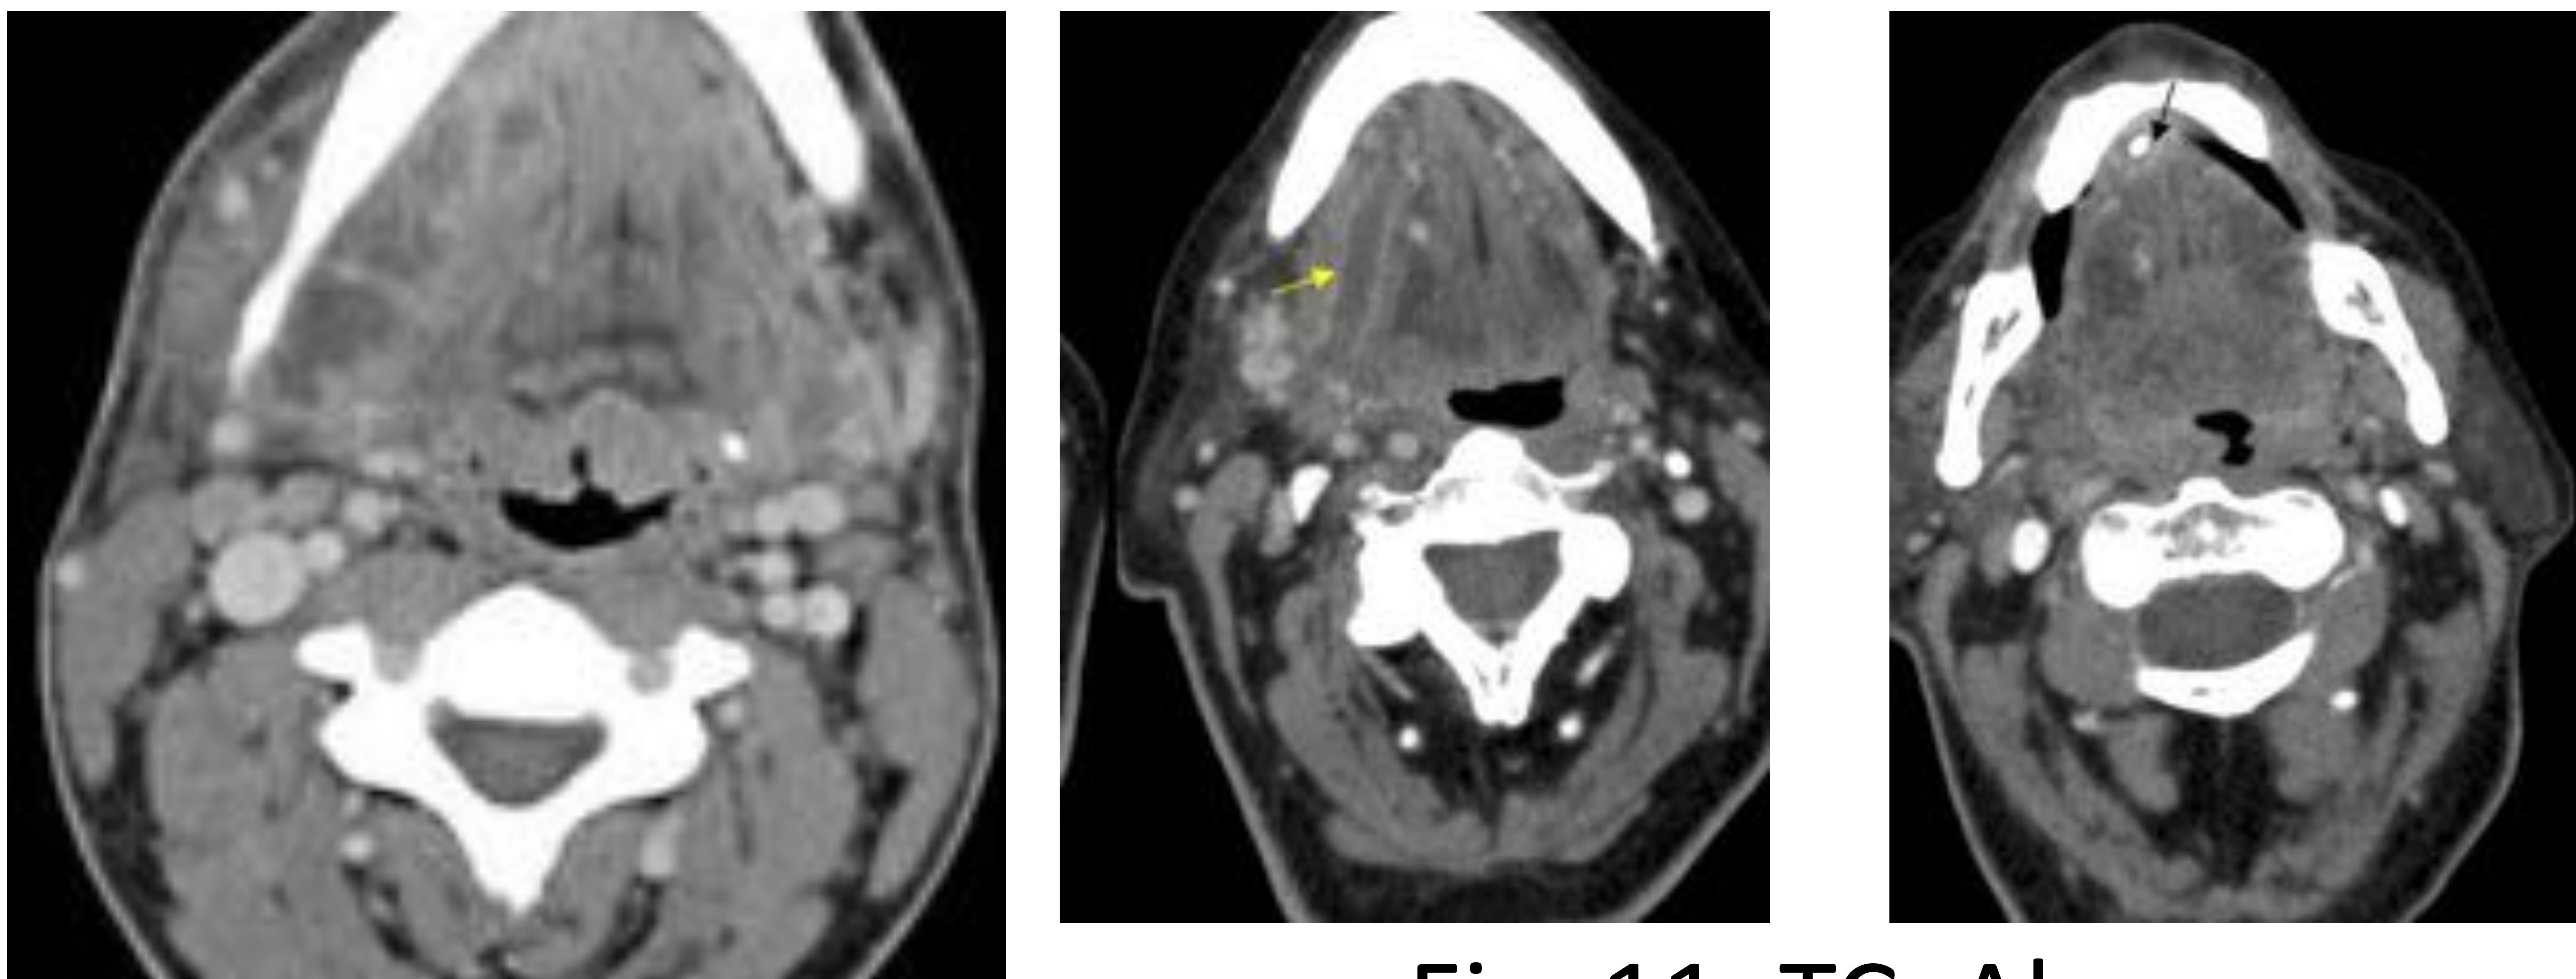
TC. Absceso mucosa bucal.
